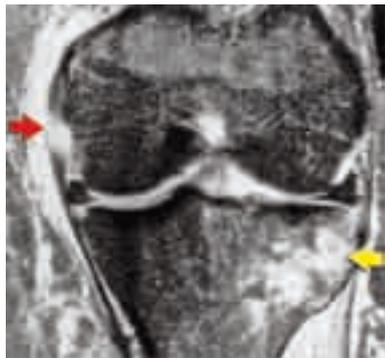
• Taglio coronale RMN T2 pesate dove si evidenzia la lesione del LCM all'inserzione femorale (freccia rossa) e l'edema sottocorticale da impatto del piatto tibiale laterale (freccia gialla) (da Hayes et al. 2000 modificato).
